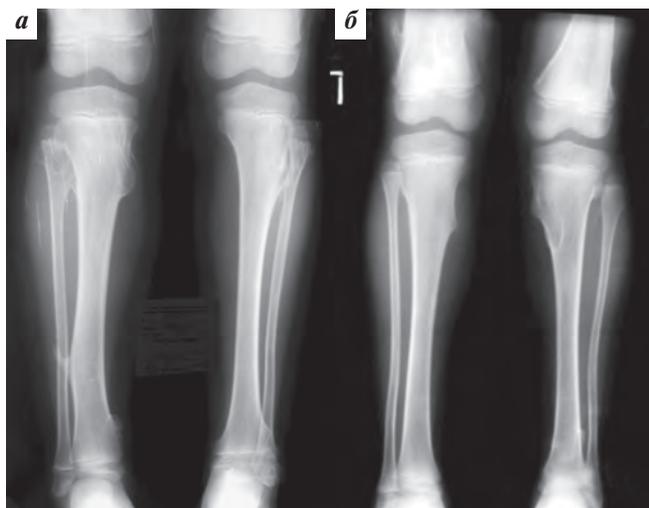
Рентгенограммы костей голени девочек-близнецов: однотипные множественные экзостозы большеберцовых костей верхней и нижней трети и нижней трети бедренной костей с обеих сторон
